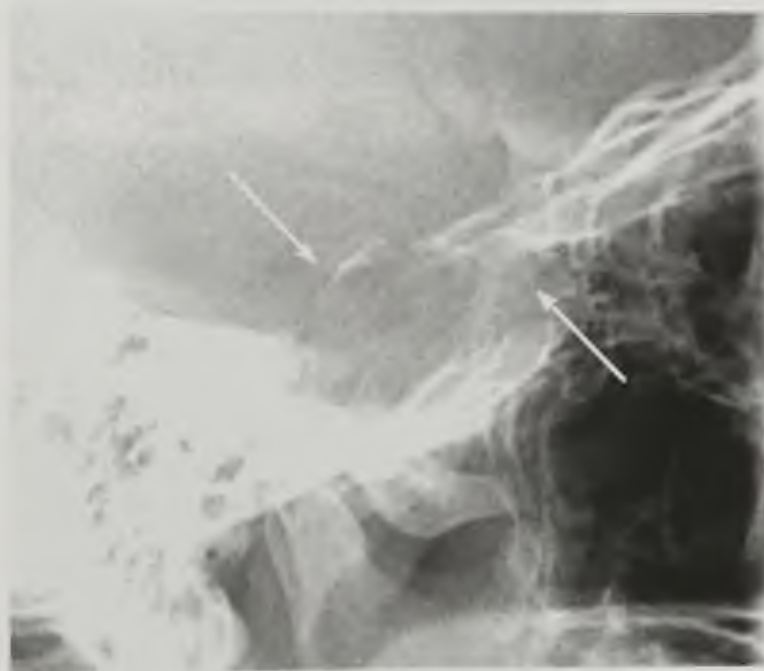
Прицельная рентгенограмма турецкого седла. Гигантская аденома гипофиза. Увеличение размеров турецкого седла (стрелки) и разрушение нижней стенки
